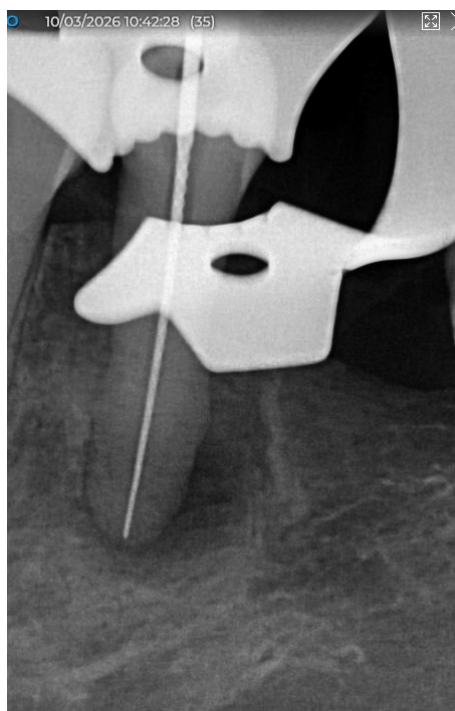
Radiografia periapical de odontometria do dente 3.5, com lima no canal (Caso Clínico III).
